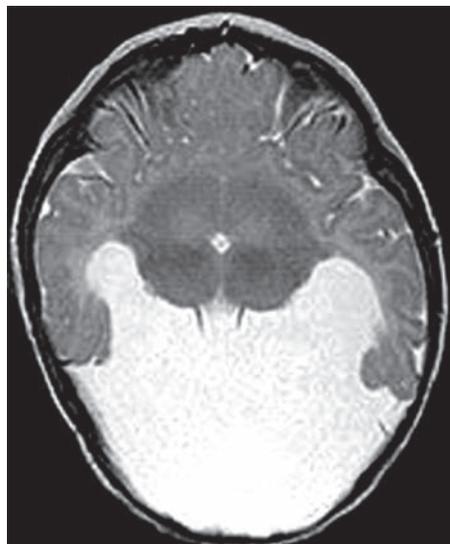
IRM holoprosencéphalie (fusion diencephale et lobes frontaux, ventricule unique). (Remerciements au Dr G. Soto Ares.)
